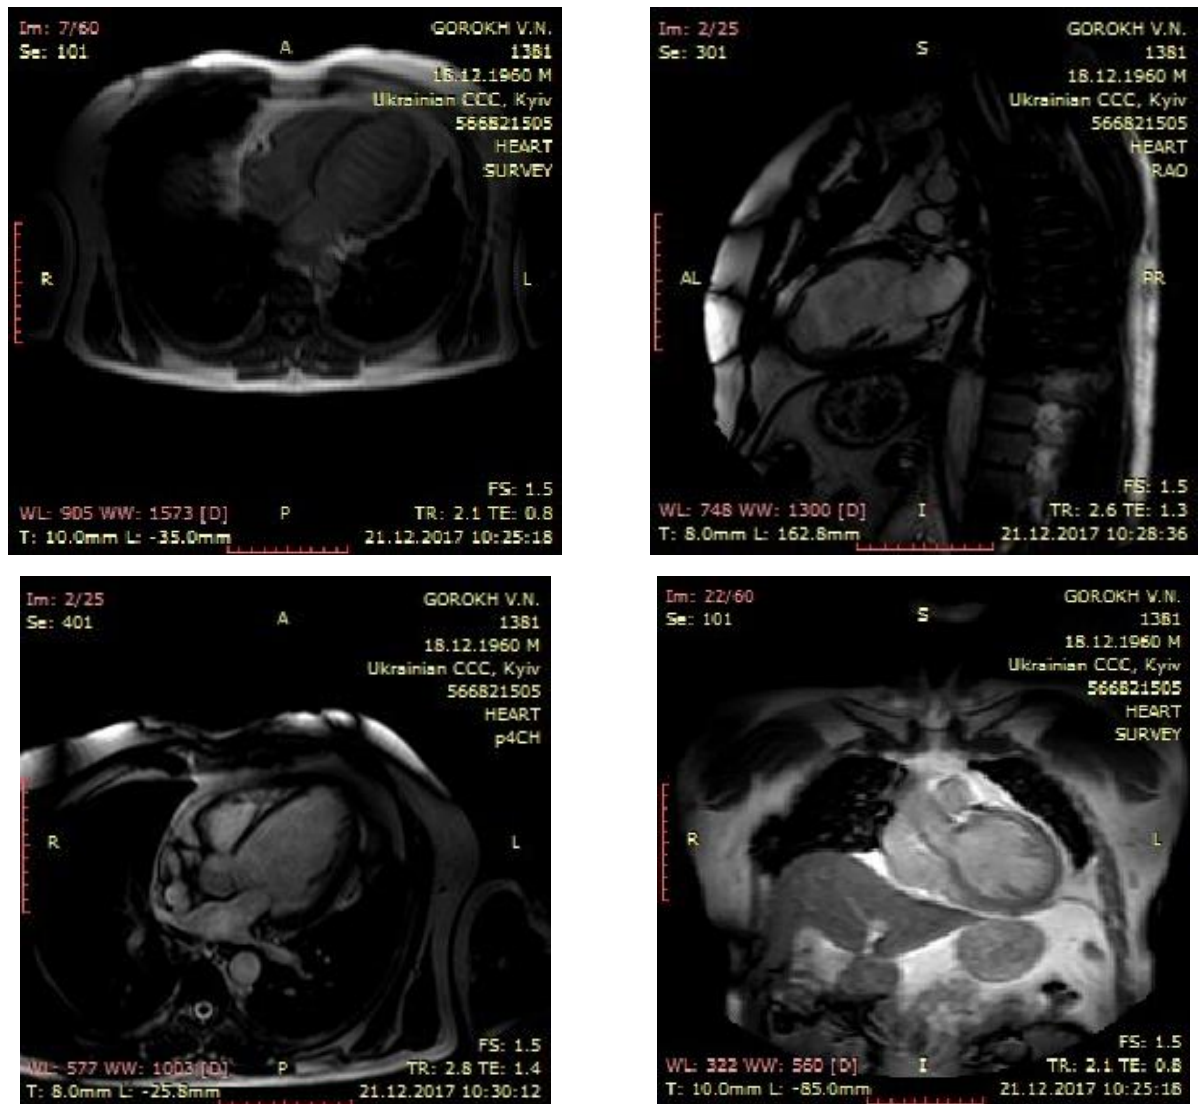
Результати МРТ в горизонтальній, сагітальній та фронтальній проекціях хворого Г. при ішемічній кардіоміопатії.
